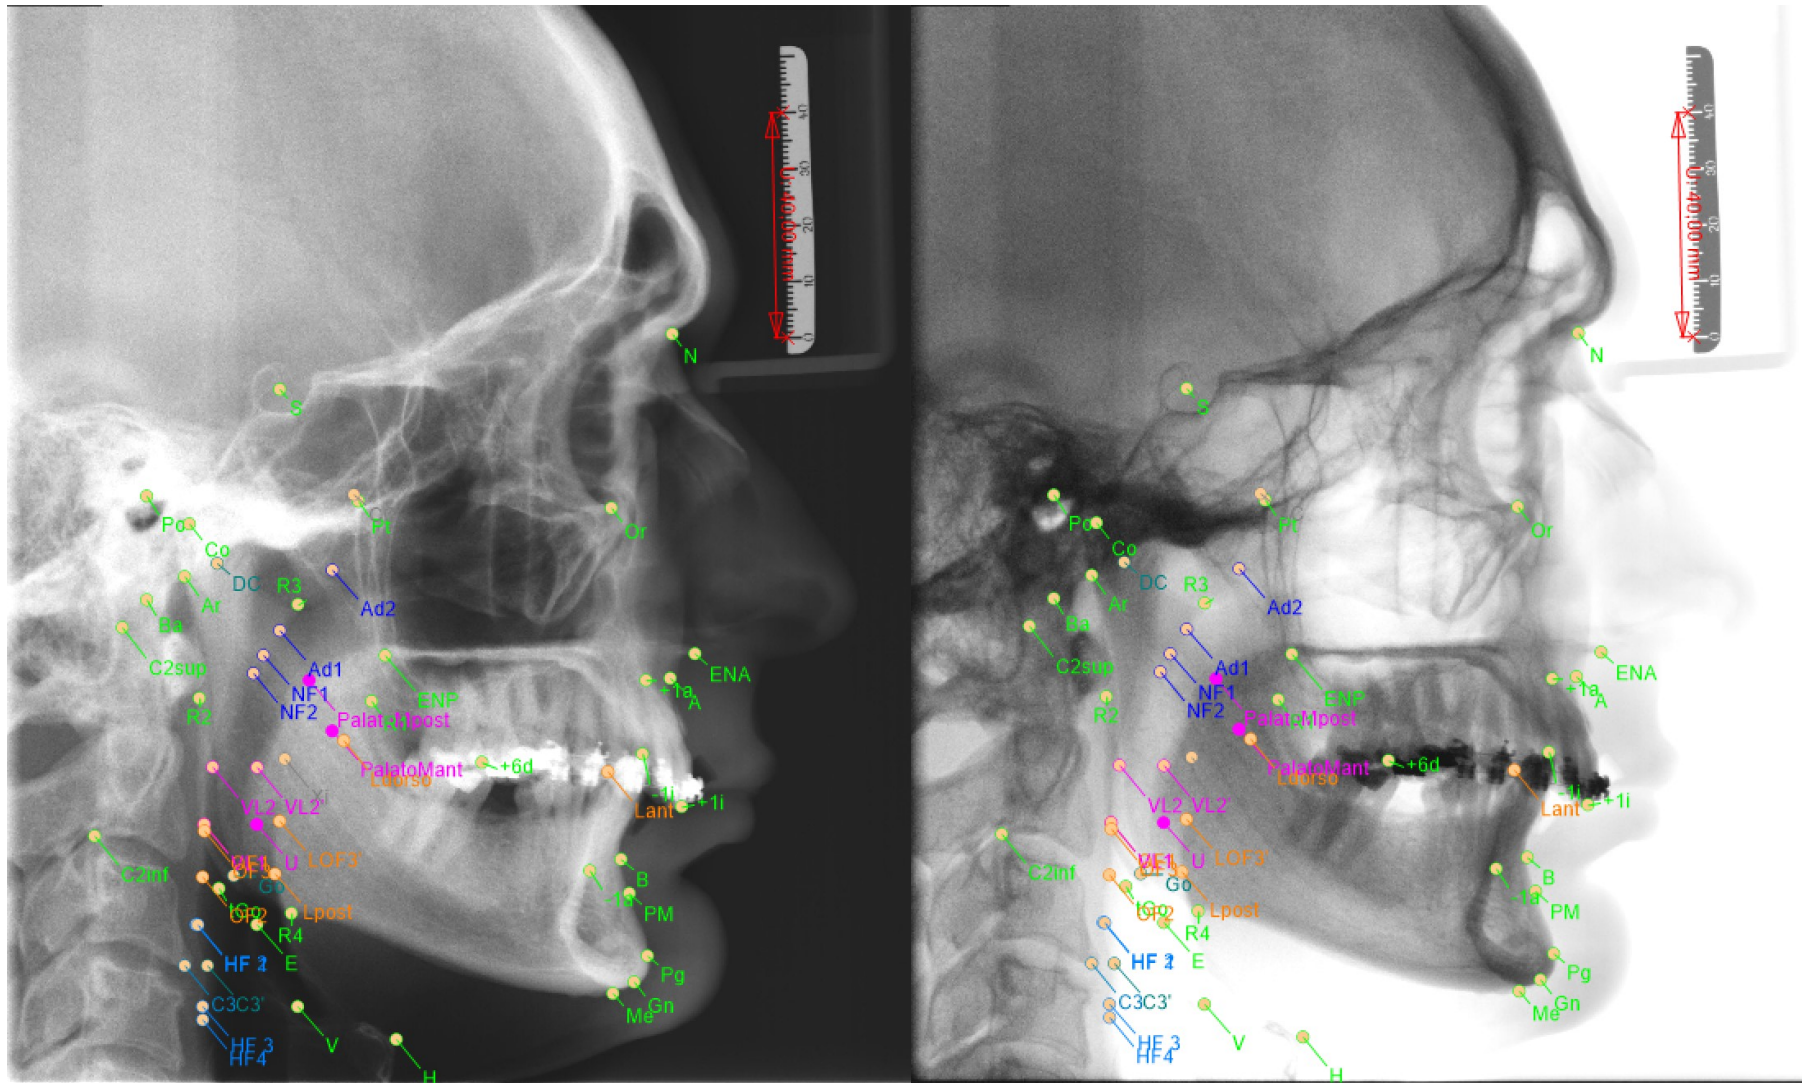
Caso 1: Telerradiografia diagnóstica/pré-operatória (normal e negativo)
